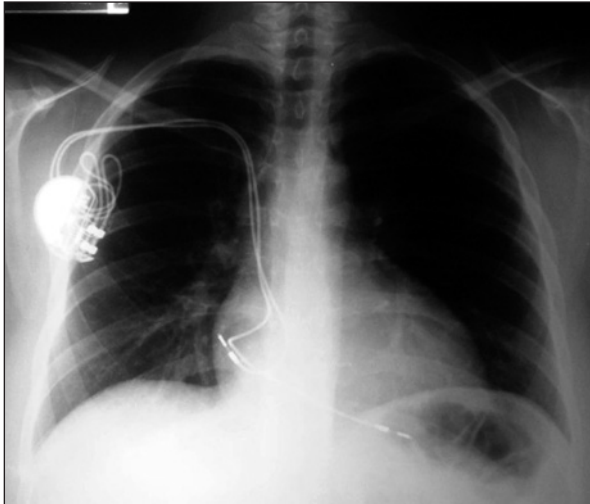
Raio X de tórax após Ressonância Nuclear Magnética.
